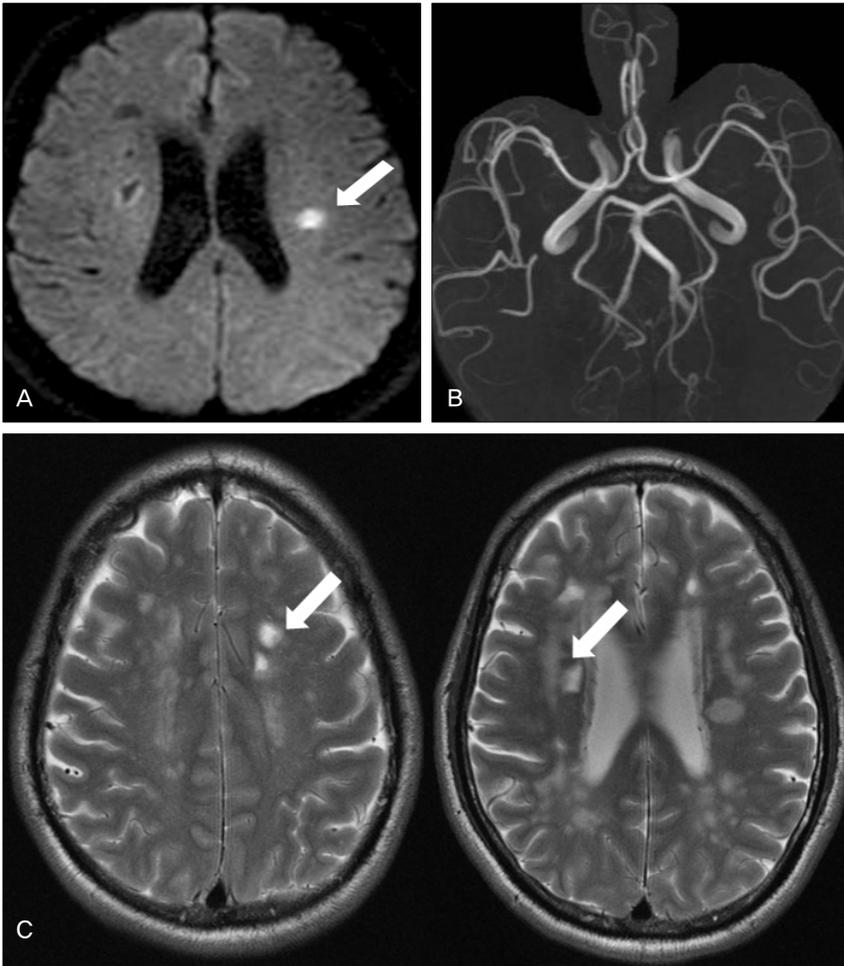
Brain MRI of the patient 1. (A) Diffusion-weighted image (DWI) shows multiple cerebral infarctions in bilateral arterial border-zone areas. (B) MR angiography reveals no stenotic lesion in intracranial arteries.
